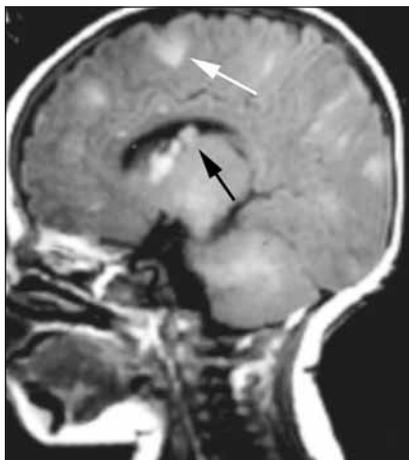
МРТ. Видно субэпендимарные узлы (черная стрелка) и корковые туберсы (белая стрелка)
